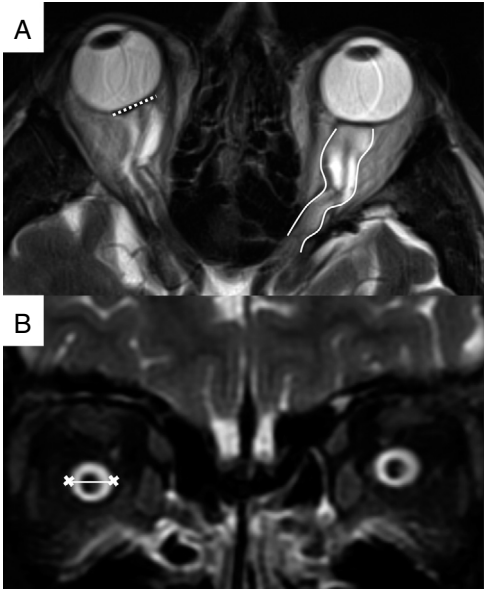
Hallazgos orbitarios. A) Imagen de resonancia magnética (RM), secuencia T2 FSE en el plano transversal, en la que se visualiza la distorsión de la morfología normal del globo ocular con aplanamiento de la esclera posterior bilateral (línea discontinua) así como la tortuosidad de los nervios ópticos en el plano horizontal (líneas continuas). B) Imagen de RM, secuencia STIR en el plano coronal, que demuestra la distensión de la vaina del nervio óptico tras el globo ocular (línea).
